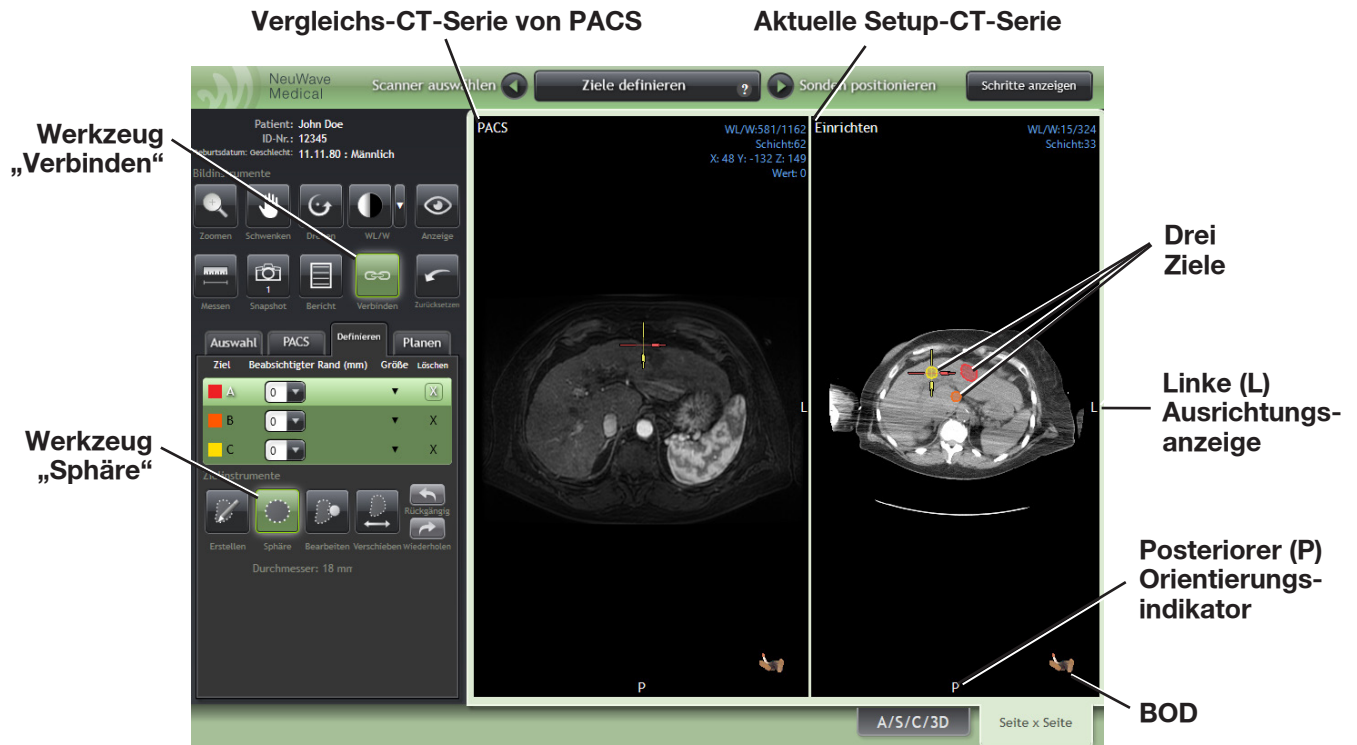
Registerkarte „Seite x Seite“, um die aktuelle Setup-CT-Serie mit einer historischen MR-Serie (Vergleichs-MR-Serie) desselben Patienten zu vergleichen. Mit dem Sphären-Werkzeug wurden drei Ziele erstellt, wie in der Tabelle für die Zielauswahl dargestellt.
